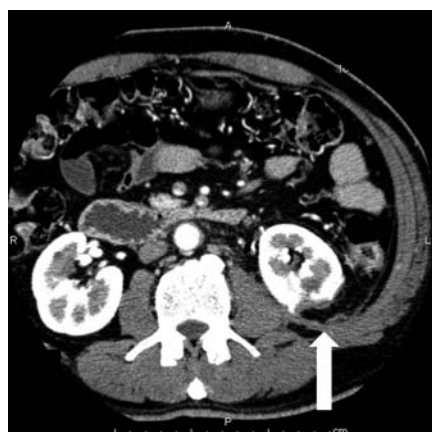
Enhanced CT scan showing the excision site in the left kidney.
